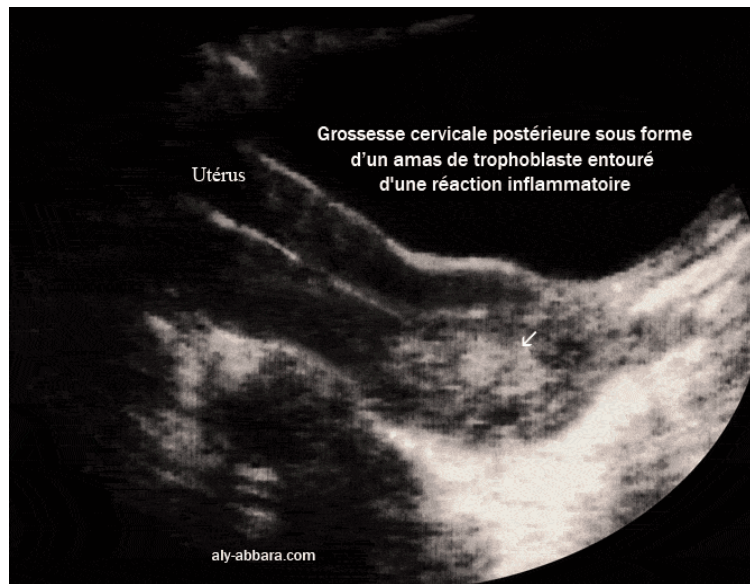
Image échographique d'une grossesse cervicale : image cervicale hétérogène en cocarde
